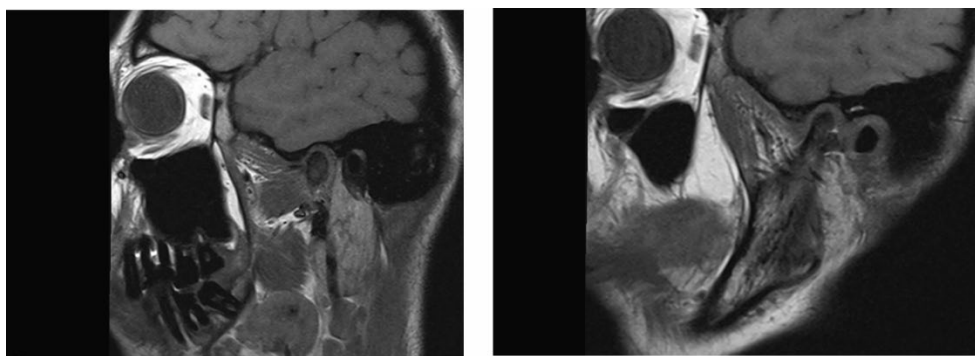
МРТ правого и левого ВНЧС в кососагиттальной проекции
